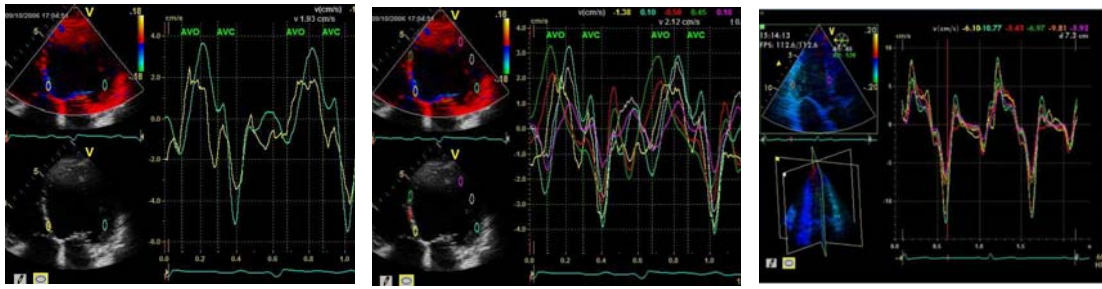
Análisis de velocidad miocárdica del ventrículo izquierdo a partir de la técnica Doppler Tisular aplicada en planos apicales de 4 cámaras con 2 segmentos (izquierda), 6 segmentos (centro) y tridimensional con 6 segmentos en un único latido (derecha). Cada trazo en color representa la velocidad con la que se mueve un determinado segmento del ventrículo izquierdo a lo largo de dos ciclos cardiacos.
